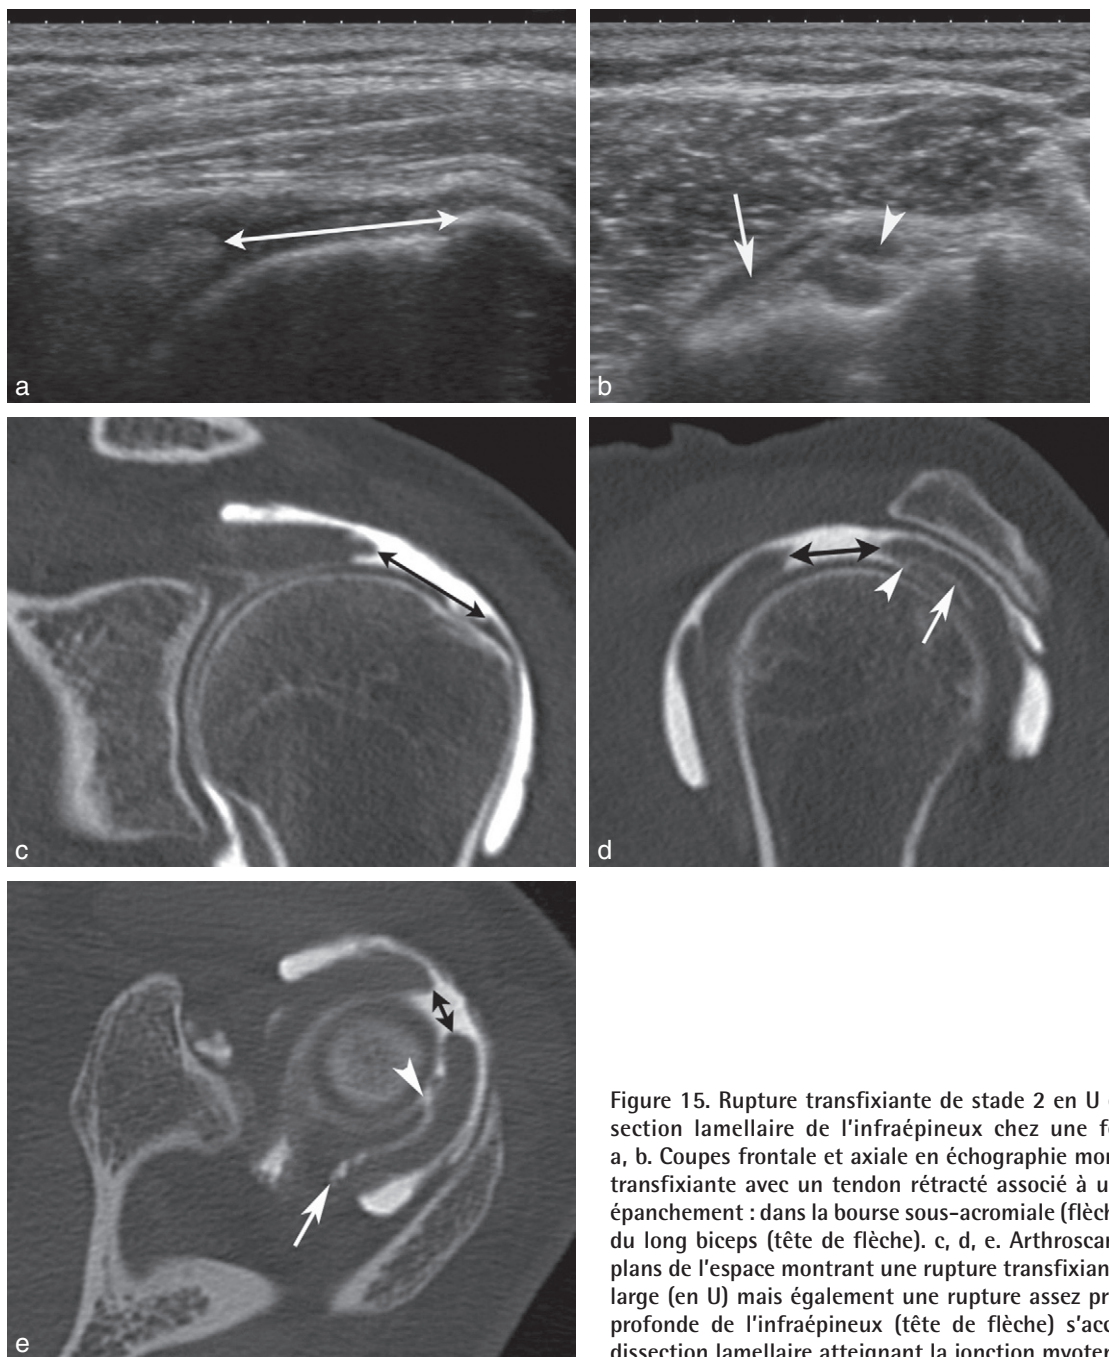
Rupture transfixiante de stade 2 en U et importante dissection lamellaire de l'infraépineux chez une femme de 54 ans. a, b. Coupes frontale et axiale en échographie montrant une rupture transfixiante avec un tendon rétracté associé à un signe du double épanchement : dans la bourse sous-acromiale (flèche) et dans la gaine du long biceps (tête de flèche). c, d, e. Arthroscanner dans les trois plans de l'espace montrant une rupture transfixiante plus longue que large (en U) mais également une rupture assez proximale de la face profonde de l'infraépineux (tête de flèche) s'accompagnant d'une dissection lamellaire atteignant la jonction myotendineuse (flèche).
